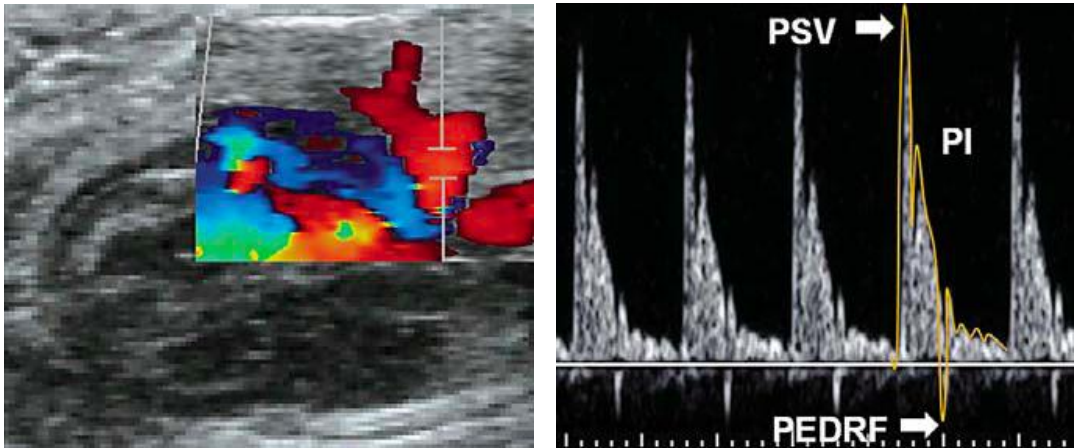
Esquerra: Doppler pulsat sobre l'artèria intrapulmonar. Dreta: Traçat de l'ona de pols amb els índexs analitzats: PSV (velocitat sistòlica màxima); PI (índex de pulsatilitat); PEDRF (pic màxim de flux revers diastòlic).¹⁶⁶
